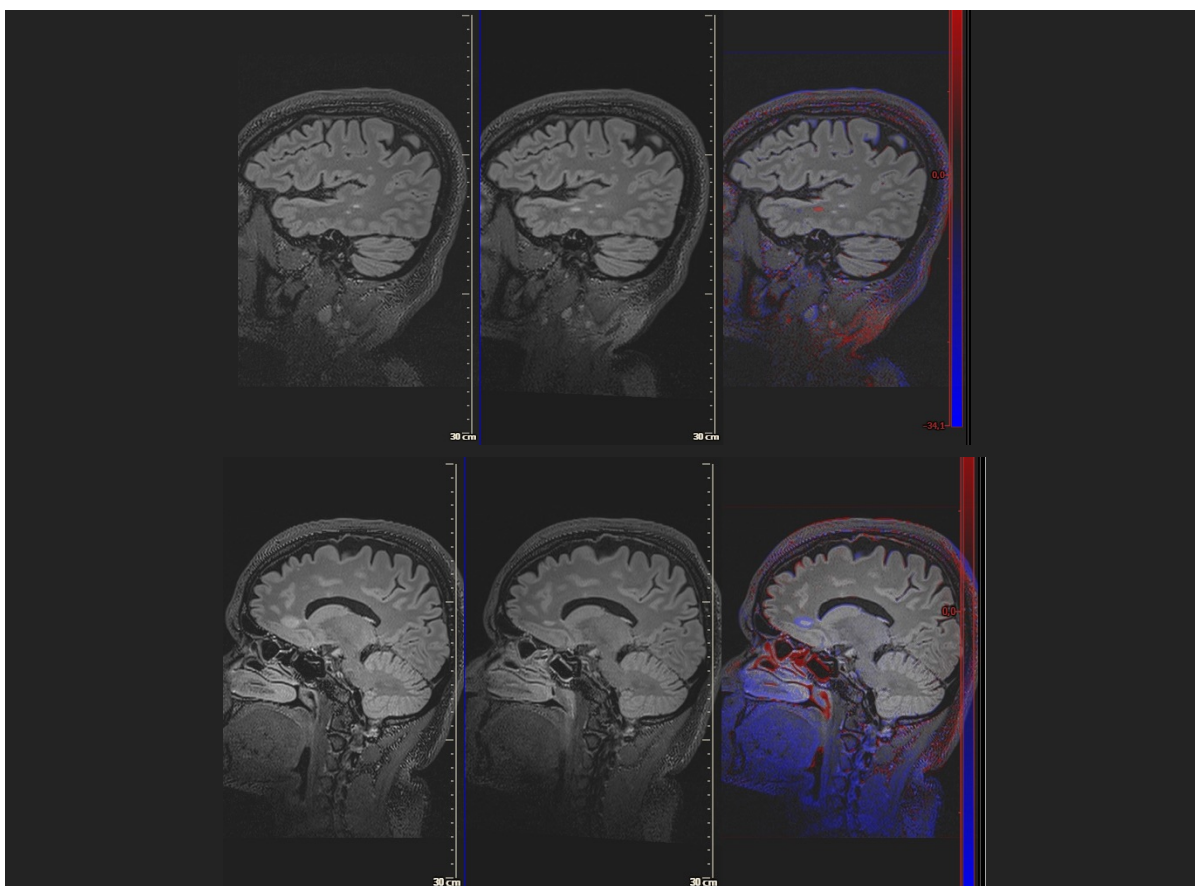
Ejemplo de visualización de imágenes con el software LOBI. La primera imagen es la RM anterior, la segunda es la RM nueva, y la tercera imagen es la comparativa que se genera entre ambas. En la figura de arriba, se marca en rojo la lesión nueva aparecida en la última RM. En la figura de abajo, se marca en azul la reducción de tamaño de una lesión antigua.
